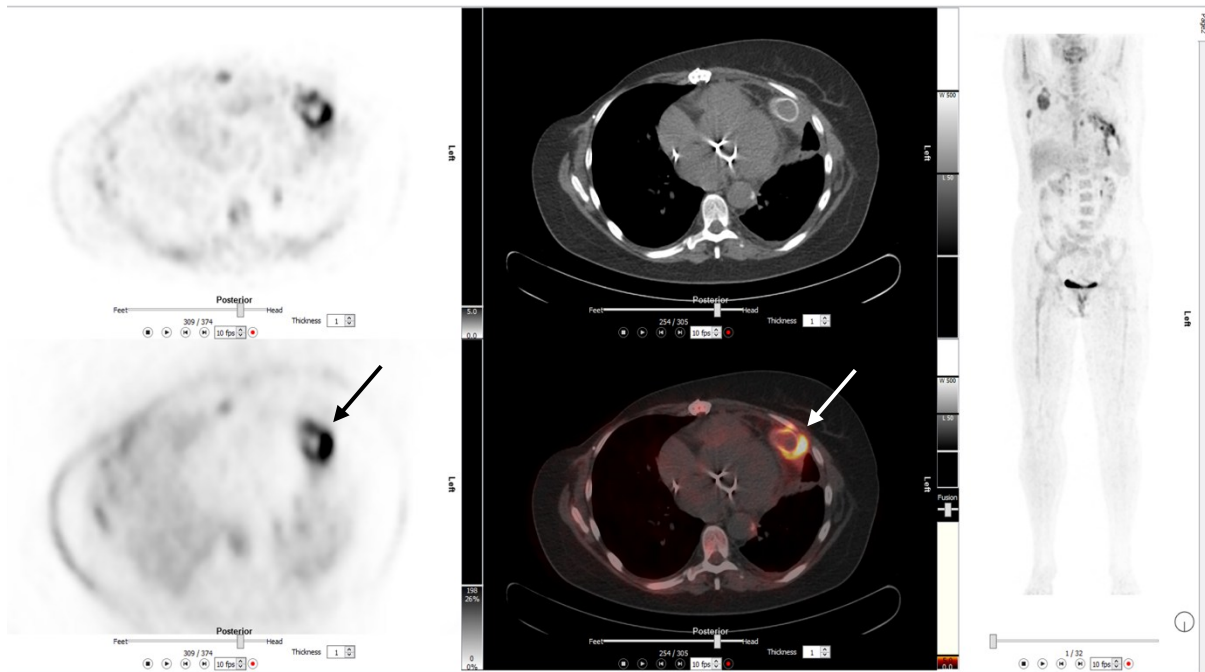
Eine 53-jährige Frau mit Thoraxschmerzen und Dyspnoe. FDG-PET-CT (A: PET, oben mit Schwächungskorrektur; B: CT oben, Fusionsbild unten; C: MIP) zeigt fokale FDG-Anreicherung um das LVAD-Gerät (Pfeile) und dessen Outflow-Kanüle. Diagnose: LVAD-assoziierte Infektion.
